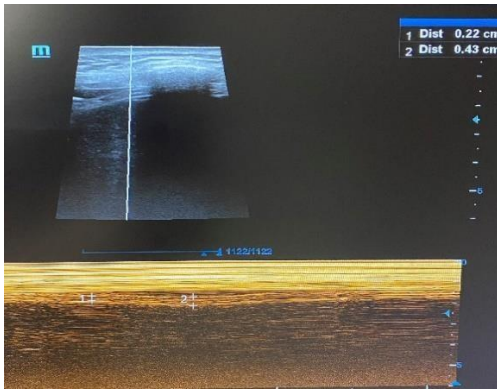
USG ile ZOA değerlendirmesi
